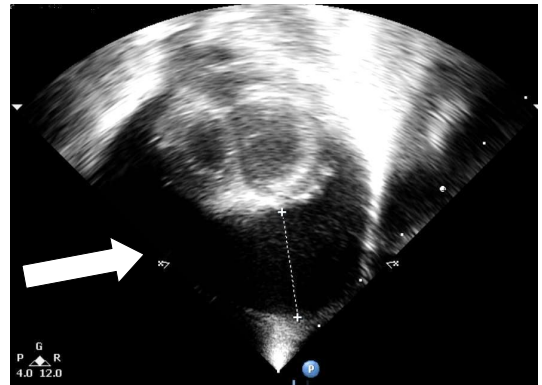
An echocardiogram of case 1. The arrow indicates massive pericardial effusion with cardiac collapse.
